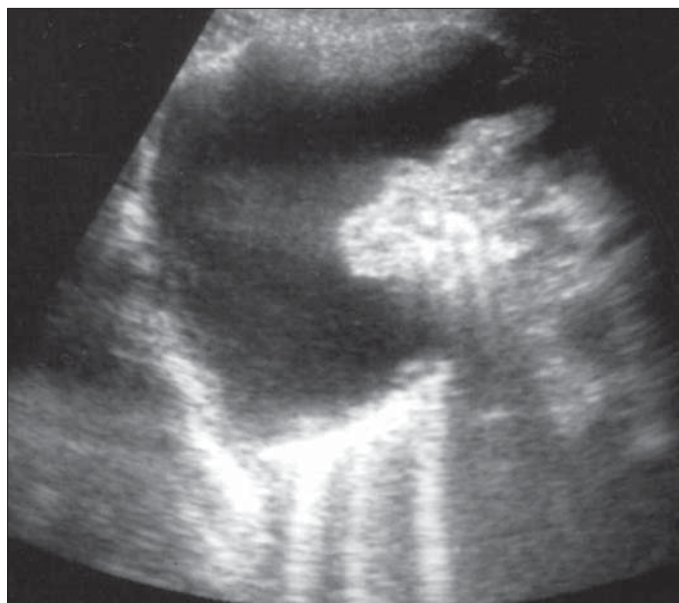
Ecografie. Pleurezie. Atelectazie prin compresiune. Imagine transonică datorată colecției lichidiene pleurale. Plămânul atelectaziat apare ecogen cu multiple benzi hiperecogene cu întărire posterioară.
